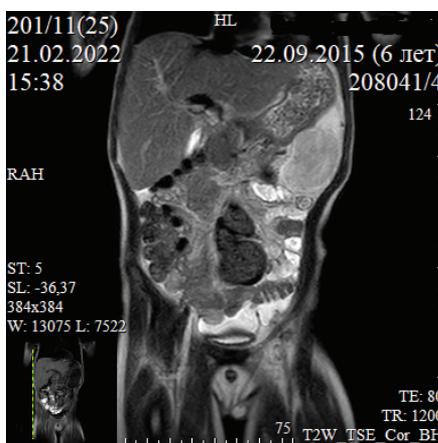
МРТ брюшной полости: образование правой половины живота
